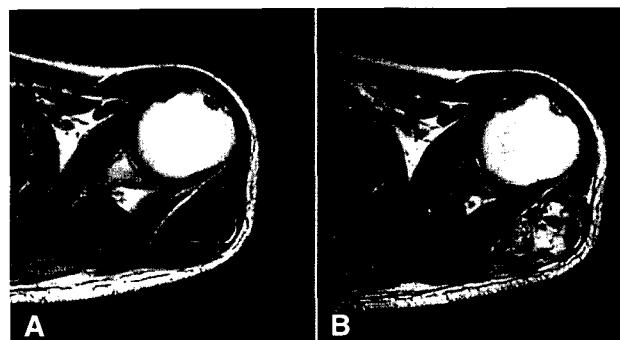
Shoulder MRI finding. Tumor shows intermediate signal intensity in T1WI(A) and heterogenous signal intensity with fluid level in T2WI(B).
